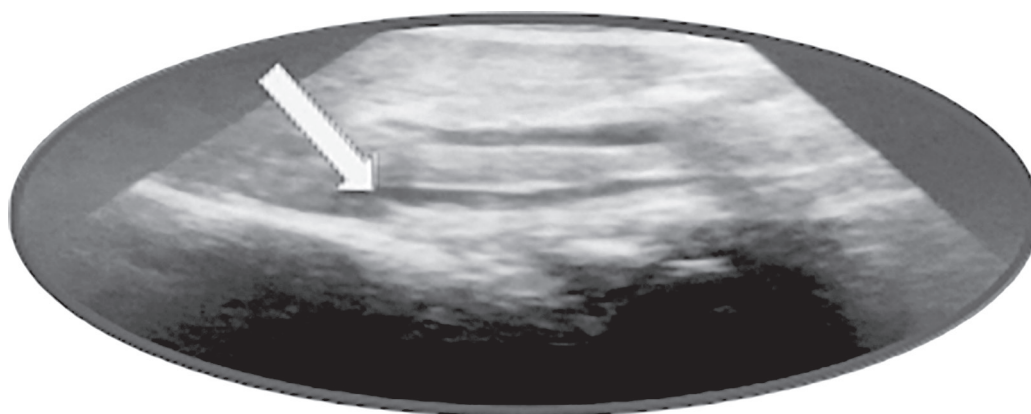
Criterii USG de hipertensiune portală
